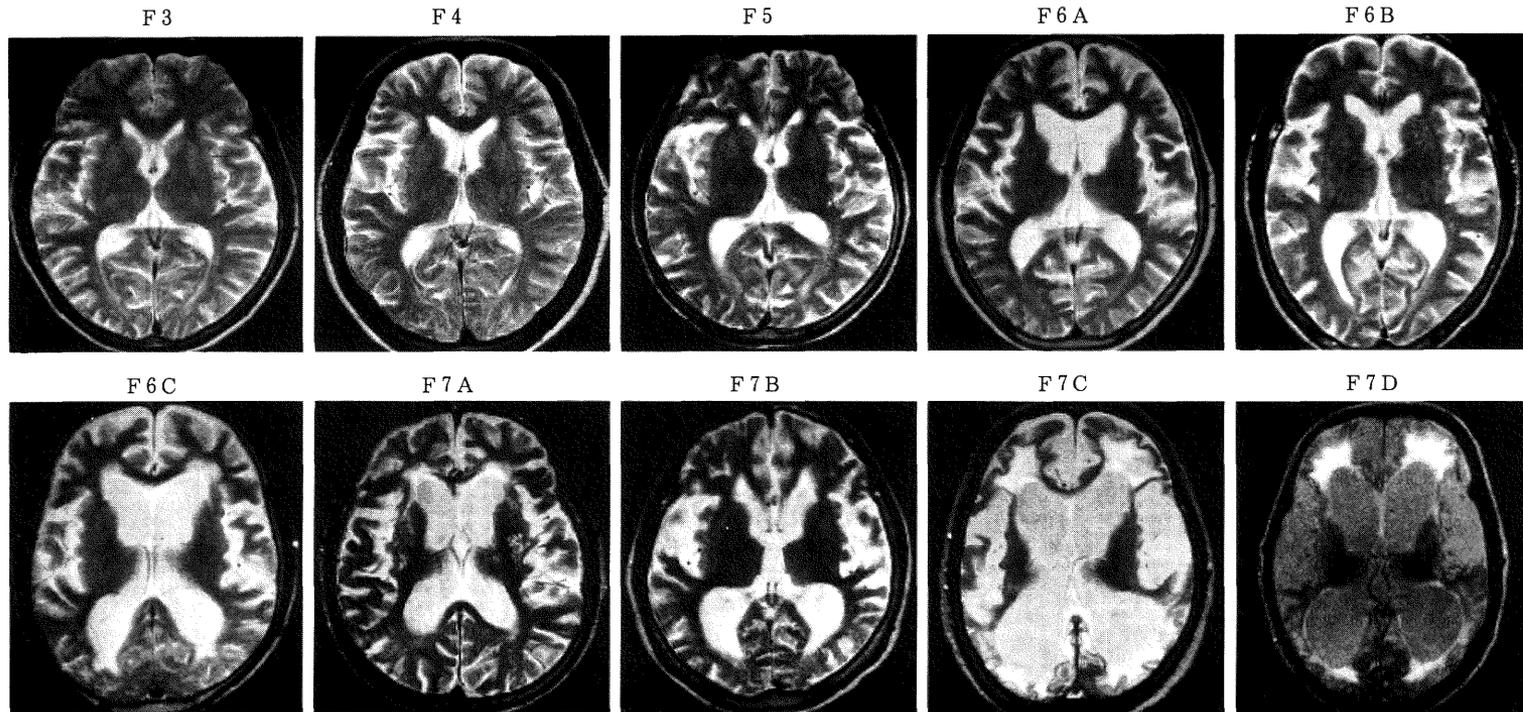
初老型アルツハイマー病における各病期の水平断(MRI T2強調画像): アルツハイマー病初期の水平断では異常を指摘できない(F3, 4). 痴呆中期のF6Aで側頭葉萎縮と脳室拡大が認められる。痴呆進行に伴い脳室拡大と脳室周囲病巣が広がる。
